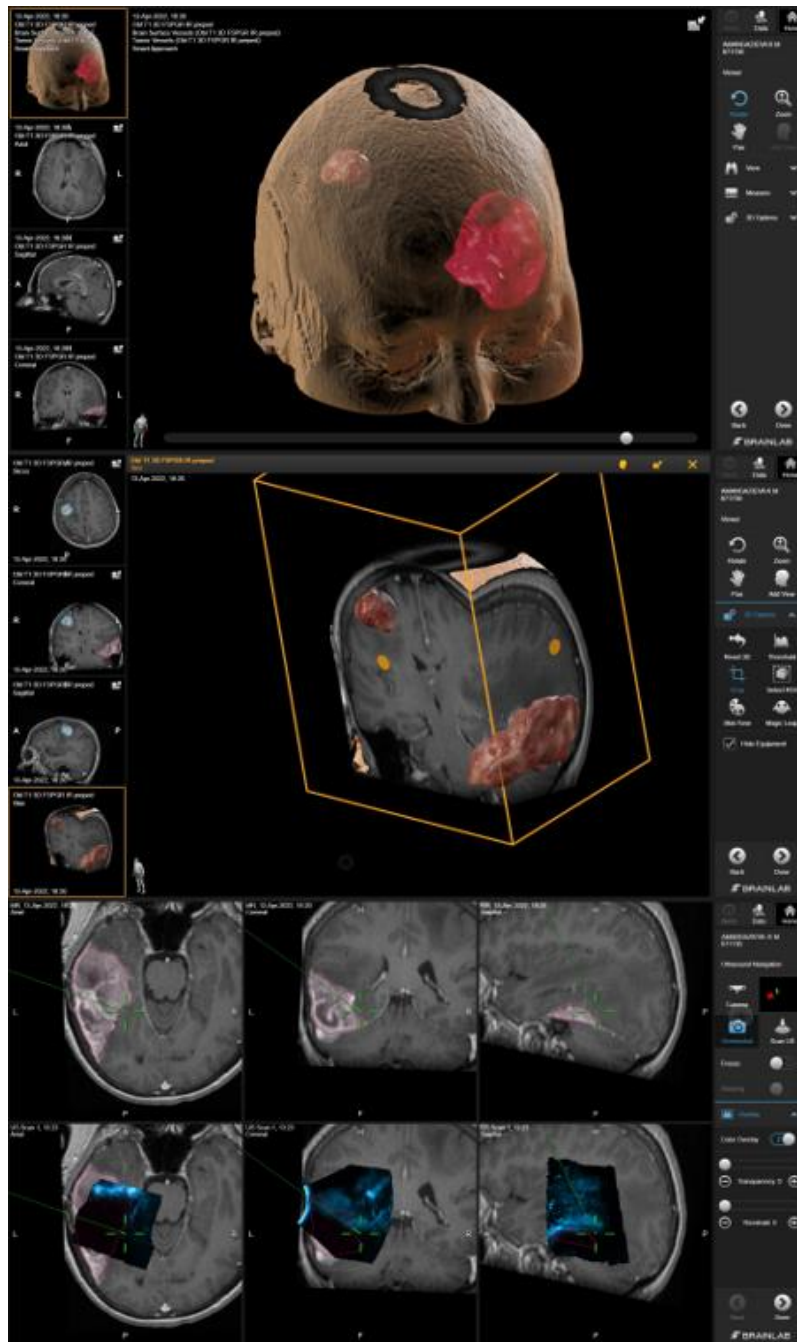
Совмещенный метод нейронавигации с применением навигационной станции, данных МРТ головного мозга и интраоперационного ультразвукового исследования
